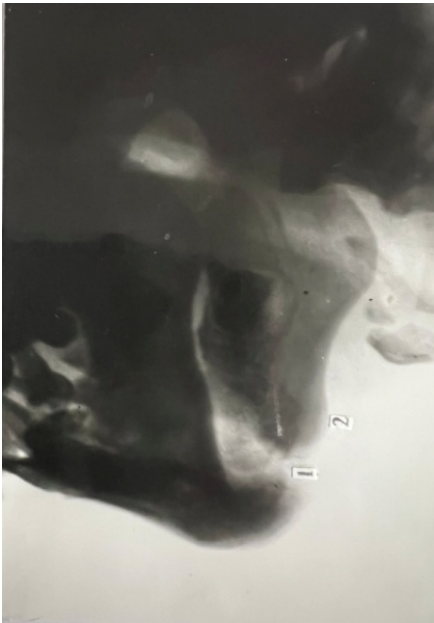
Рентгенограма нижньої щелепи справа через 17 днів після оперативного втручання. В ділянці відсутніх 46, 45, 44 зубів визначається дефект кісткової тканини (1) та періостальна реакція (2). Між кістковими фрагментами дрібні осередки осифікації, що свідчать про активну регенерацію.
